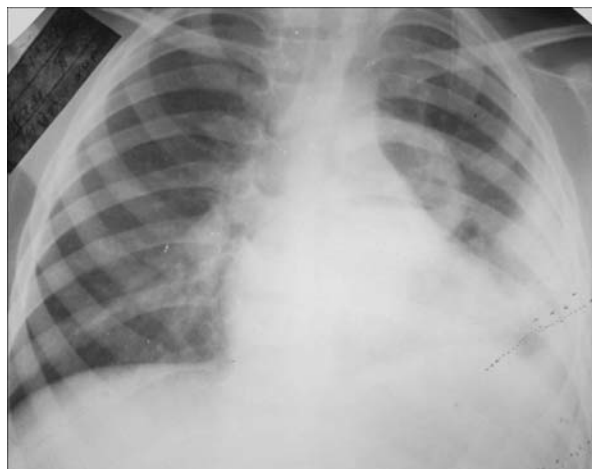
Рентгенограма ОГК хв. Б., 3 р. 2 міс. Зліва в проекції S6 округлої форми порожнина абсцесу з товстими стінками та рівнем рідини до 1/3, лівобічний плеврит
